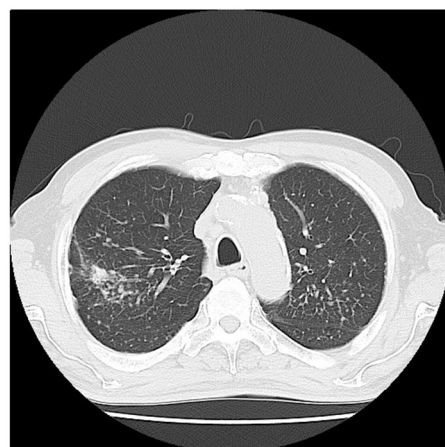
図 11 症例の CT 画像（大動脈弓部）
